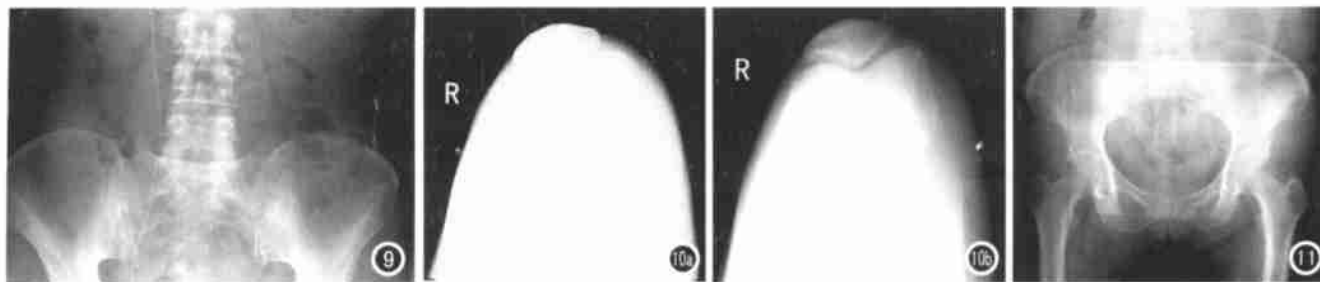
腹部CR照片,其上下两侧因在X线拍摄时缩光器未打开,而整个图像没有压缩,且呈对称性白色。图10 a) 髌骨轴位的CR照片,呈毛玻璃状;b) 用Unpress对图像进行处理后显示出清晰的图像。图11 装有IP的暗盒放在机房内,因X线散射所致,大片状白色影是另一个暗盒在其上方,造成周边感光。
